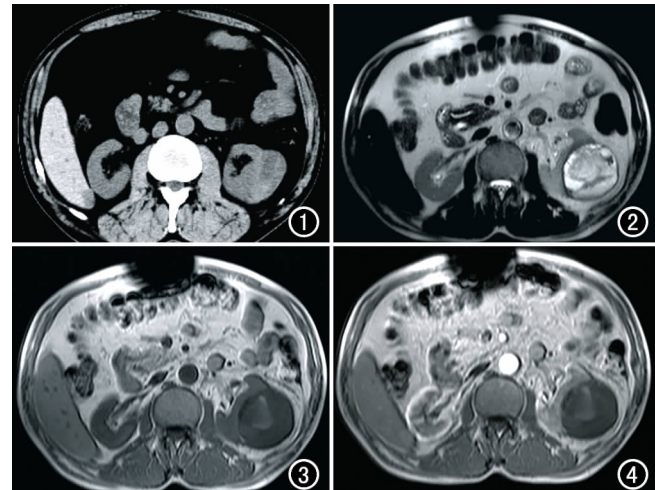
CT平扫示左肾包膜下见类圆形高低混杂密度肿块,最厚处约2.0cm,与肾实质分界不清。图2 MR T₂WI上呈高、低混杂信号。图3 T₁WI上呈等、高、低混杂信号。图4 MRI增强扫描,示肿块呈轻度不规则斑片状强化。
